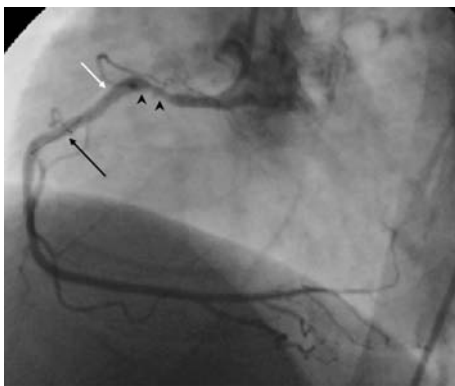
Studio di tomografia a coerenza ottica di una coronaria destra prossimale. La punta radio-opaca (freccia nera) dell'*image-wire* (LightLab Imaging, Inc.), va collocata 40 mm distalmente alla lesione da studiare (testa della freccia). Questa soluzione tecnica permette l'acquisizione dei 10 mm distali alla lesione, essendo la sorgente tomografica a coerenza ottica (lente) a circa 30 mm dalla punta dell'*image-wire* (freccia bianca).
